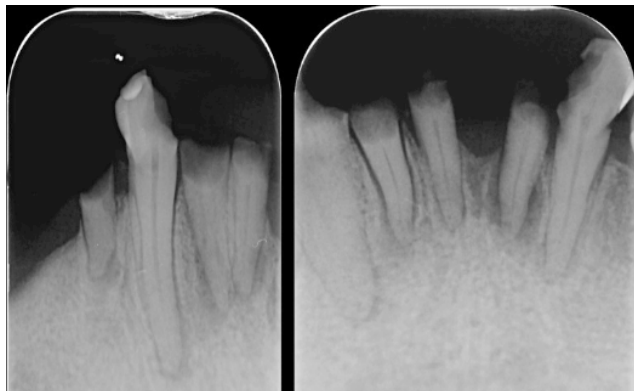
Radiografía retroalveolar periapical. Se observa resorción ósea marginal generalizada y restos radiculares dientes 3.4 - 3.2 - 3.1 - 4.1.
